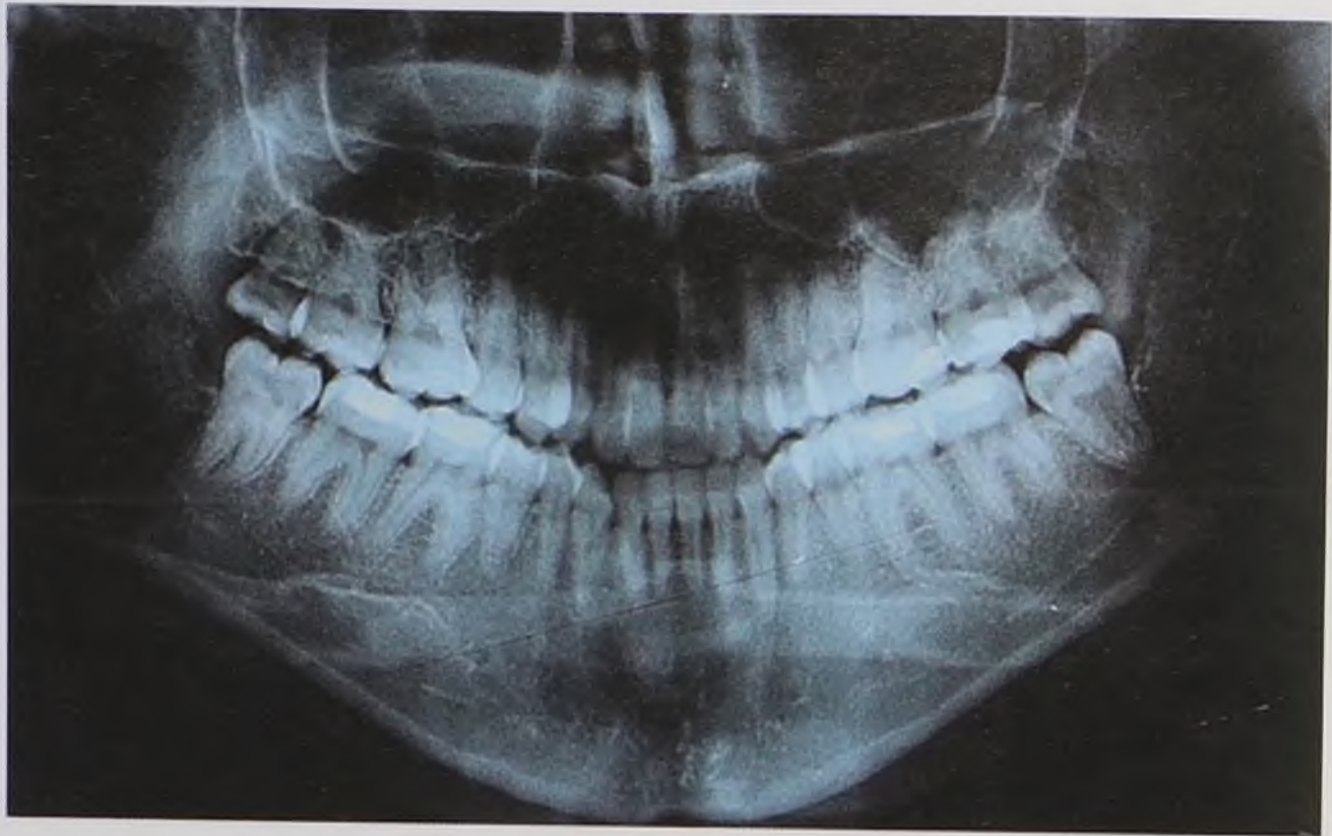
Ортопантомограмма пациентки М. до лечения
